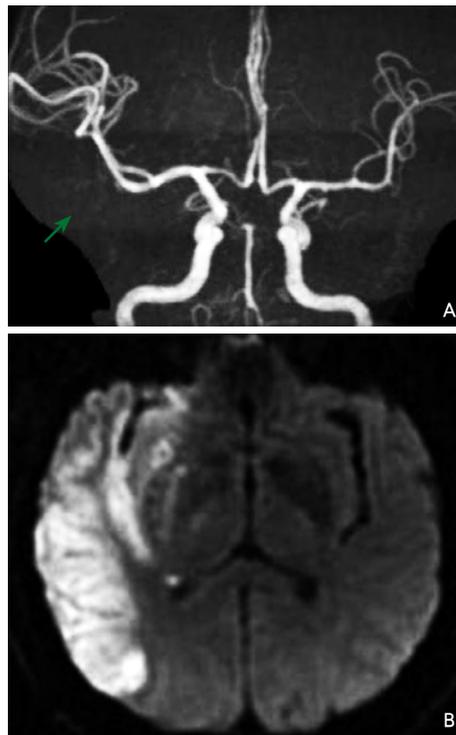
例2术后48 h颅脑MRA及MRI检查结果
